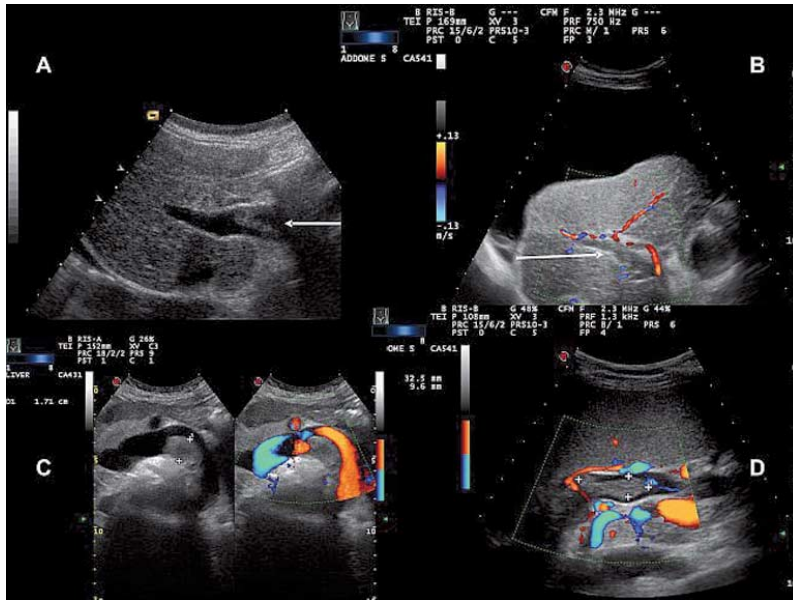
Die Pfortaderthrombose kann im US durch den Nachweis von echogenem Material im Lumen der Pfortader diagnostiziert werden (Abschnitt A: echogenes Material an der Vorderwand des Pfortaderstamms, weißer Pfeil). Das Vorhandensein und das Ausmaß einer Thrombose wird gewöhnlich durch die Farb- oder Powerdoppler-Sonografie bestätigt (Abschnitt B: Im Interkostalschnitt sieht man bei dekompensierter Zirrhose in dem durch einen weißen Pfeil gekennzeichneten Pfortaderast echogenes Material bei fehlendem Blutfluss, Farbsignale fehlen. Die benachbarte offene Leberarterie ist hingegen mit Farbsignalen gefüllt). Abschnitt C zeigt im Schrägschnitt des Epigastriums einen wandständigen Thrombus, der der Rückwand der deutlich dilatierten Milzvene anhaftet; der Thrombus ist 17 mm dick. Abschnitt D zeigt ein endoluminales Gerinnsel in der proximalen Milzvene nahe des Milzhilus (Interkostalschnitt links). In beiden Fällen (C und D) ist diese Thrombose inkomplett und der Farbdoppler zeigt die Persistenz der Blutströmung in den durchgängigen Abschnitten des Lumens.
